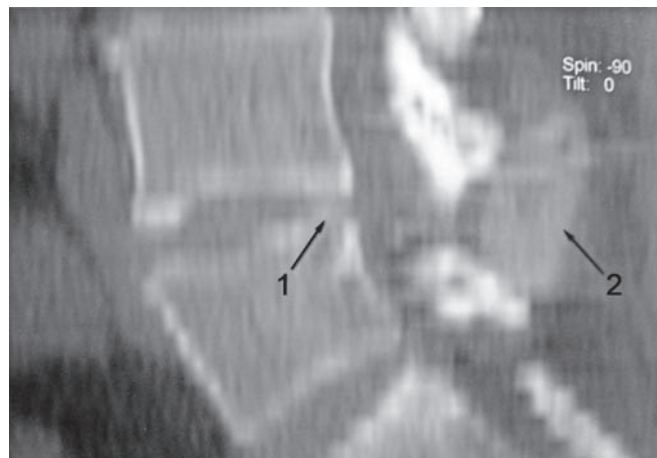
КТ поясничного отдела позвоночника в сагиттальной проекции через 1 год после операции. Сужения позвоночного канала и компрессии невралжных структур не выявлено. (1) снижение высоты межпозвонкового диска после кюретажа. Имплантат “DIAM” в межостистом промежутке L4-L5 (2).
